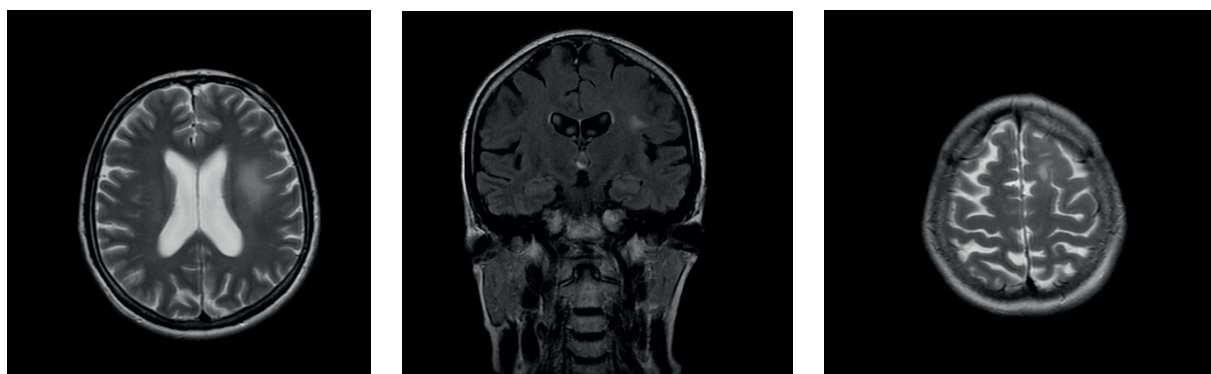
MRI of the brain of Patient B. dated December 1, 2020 (areas of hyperintensity are marked by red arrows)
